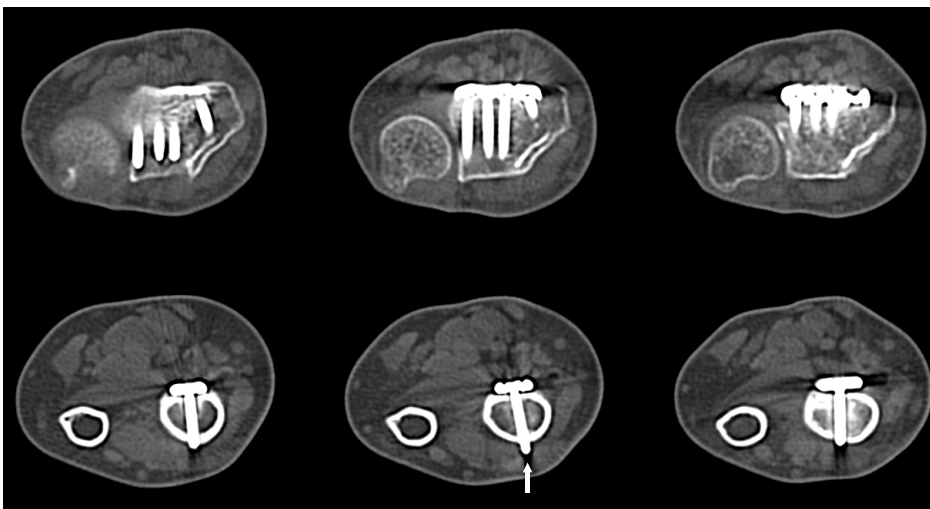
Computerized tomographs show that any distal screws of fixed volar plate do not penetrate the dorsal cortex of distal radius, but the proximal screws are definitely protruded through the dorsal cortex. The middle one (arrow) is the most prominent screw in comparison of simple radiographs, measuring about 2.8 mm.
